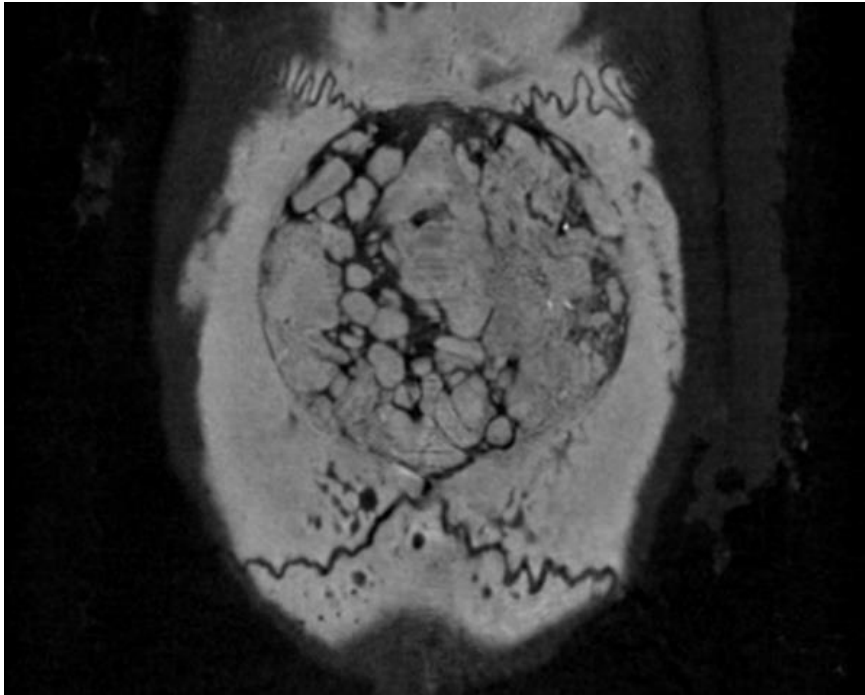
K grubuna ait defekt bölgesinin mikro-BT görüntüsü
